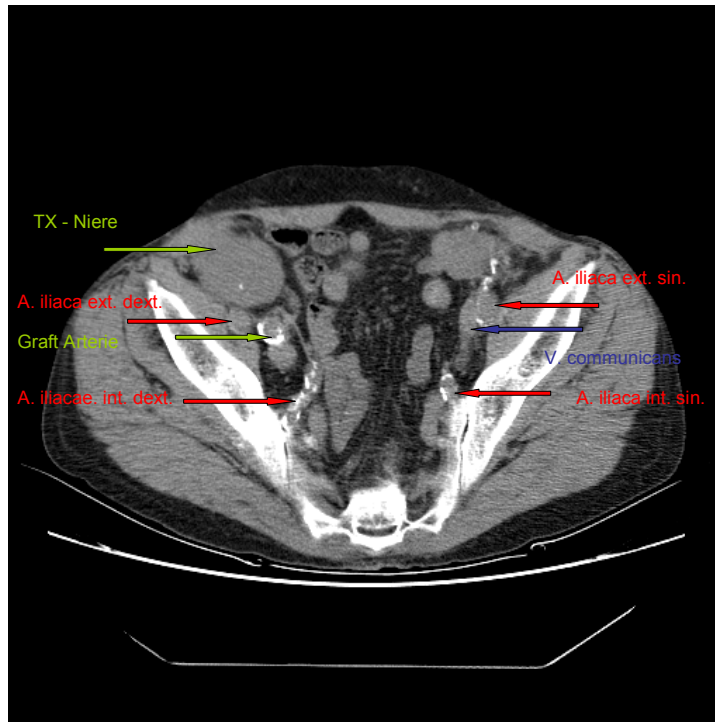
CT Bild 1, Verkalkung Grad 2
